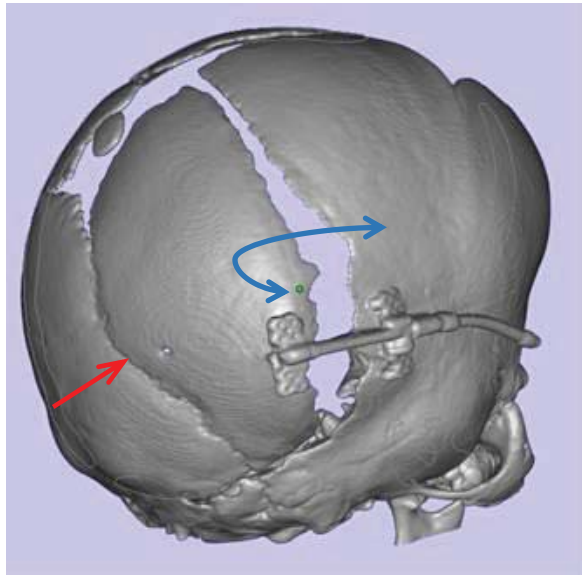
3D-КТ вторичная деформация теменно-затылочной области за счет расхождения расширенного ламбдовидного шва (красная стрелка) и аномального смещения теменной кости относительно затылочной – «деформация по типу крыла чайки» («gull wing deformation») (синяя стрелка)
